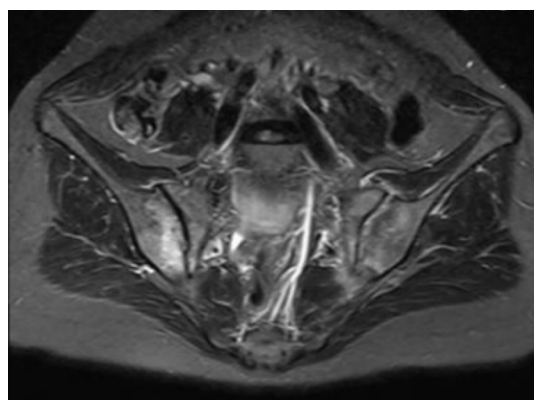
AS伴发前葡萄膜炎患者骶髂关节MRI表现。
